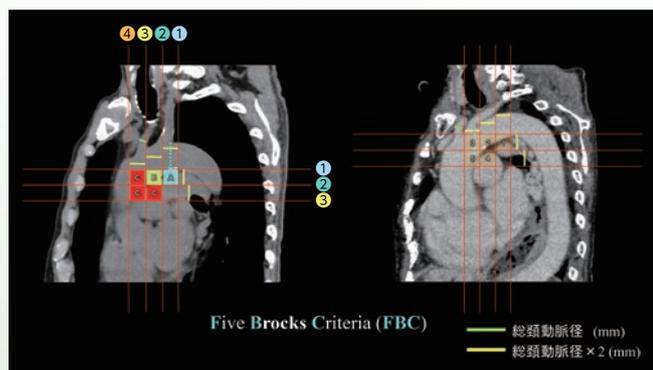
TAC-F-Rの評価方法 (川村先生ご提供)
